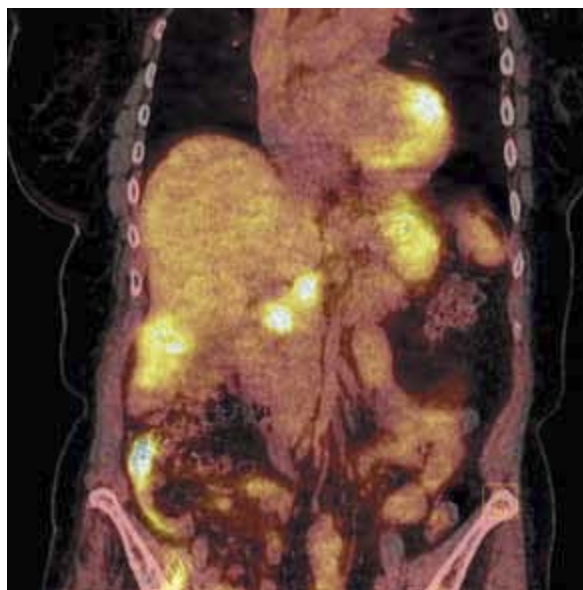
Badanie PET/TK z ¹⁸F-FDG. W badaniu widoczny jest zwiększony wychwyt znacznika w dnio pęcherzyka żółciowego z naciekiem mięszu wątroby.
